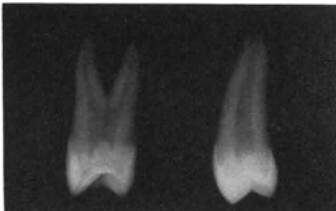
Röntgenbilder von Prämolaren.
